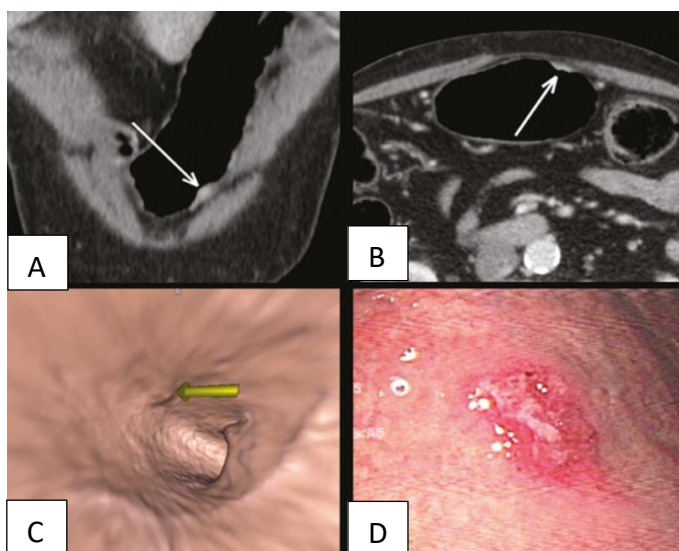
(A,B) TC coronal e axial mostrando espessamento focal (setas) da parede anterior da grande curvatura do corpo gástrico, com realce pós-contraste poupando a serosa. (C) Reconstrução tridimensional com estudo VG mostrando lesão irregular na face interna do estômago, sugestiva de ulceração. (D) Endoscopia gastrointestinal demonstrando lesão infiltrativa com hiperemia no corpo distal da grande curvatura. Estadiamento TCMD: T1/T2N0; estadiamento patológico: T1N0.
